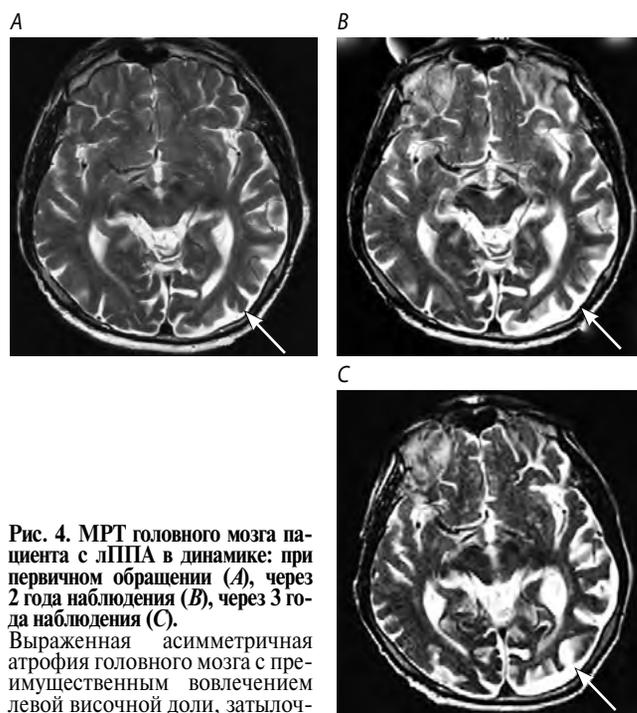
МРТ головного мозга пациента с лППА в динамике: при первом обращении (A), через 2 года наблюдения (B), через 3 года наблюдения (C).
